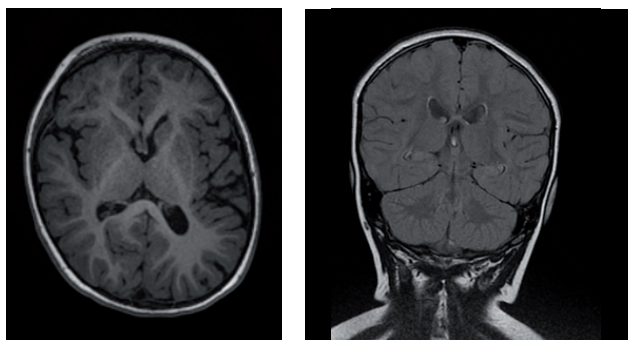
МРТ (1,5 Тl) – структурных аномалий головного мозга не выявлено
